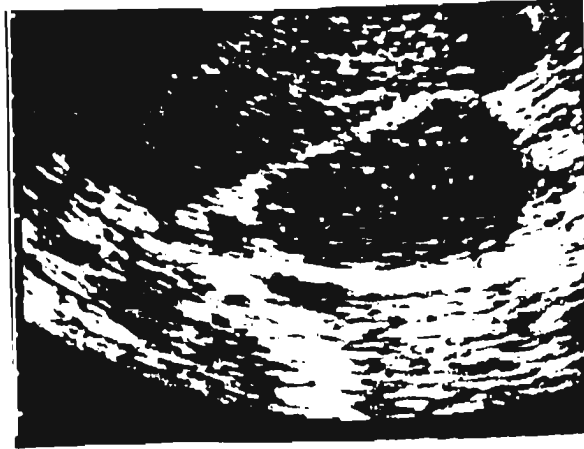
Medicion ultrasonografica de la vesicula biliar en sus diametros mayores longitudinal y transversal. Se muestra la medicion de longitud y anchura, en una vesicula en forma basal (*arriba*) y contraida (*abajo*)
